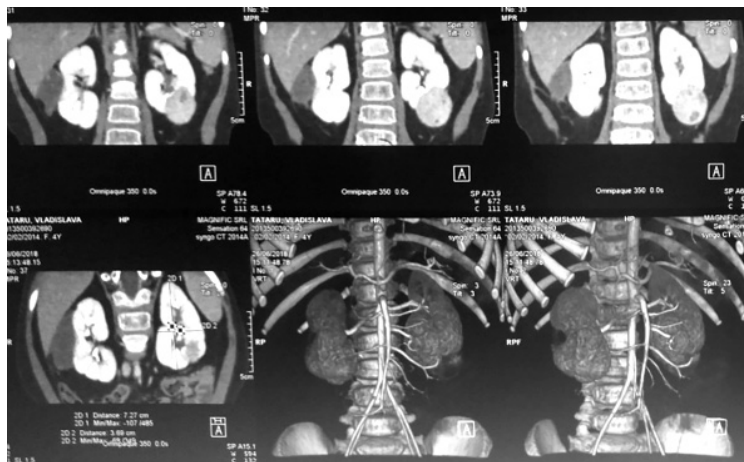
CT al organelor abdominale (26.06.18). Tumoare renală bilaterală. Stare după 5 cure de PChT
